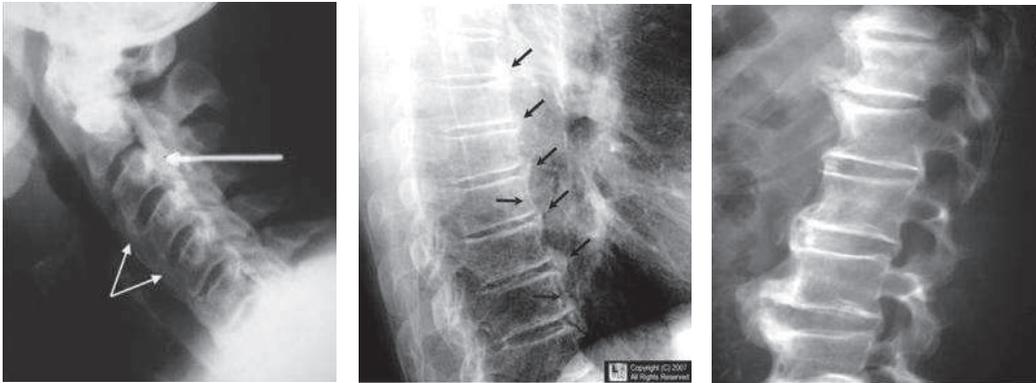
radiographies simples du rachis cervical, thoracique et lombaire montrant les spondylophytes
